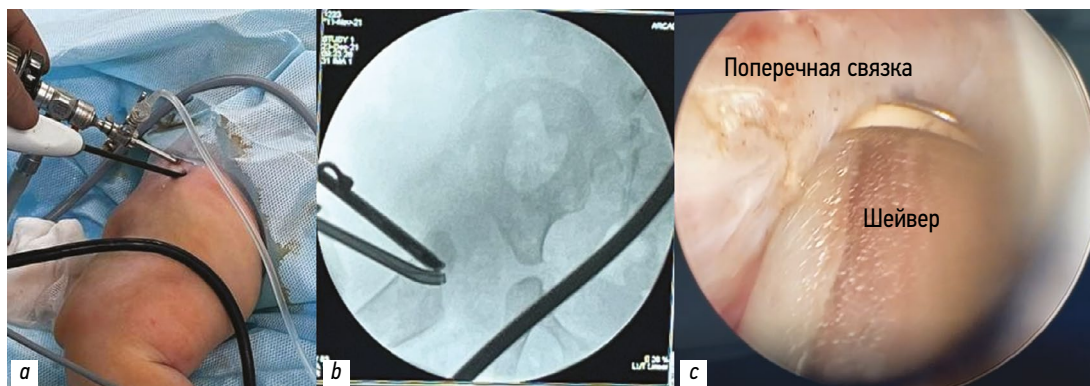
Иллюстрация оперативного вмешательства: а — оступ к правому тазобедренному суставу, внешний вид; б — интраоперационная рентгеноскопия правого тазобедренного сустава; с — интраоперационная артроскопическая картина, иссечение гипертрофированной поперечной связки шейвером.
